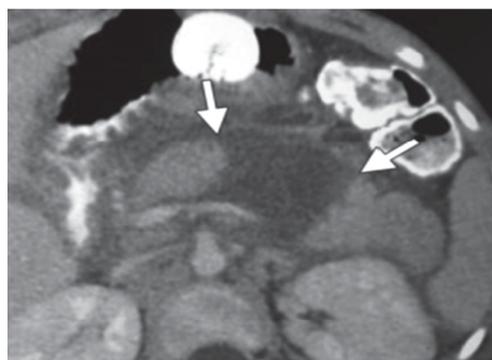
Пациент Р., 4 года. КТ, аксиальный срез. Ушиб поджелудочной железы (стрелки)
